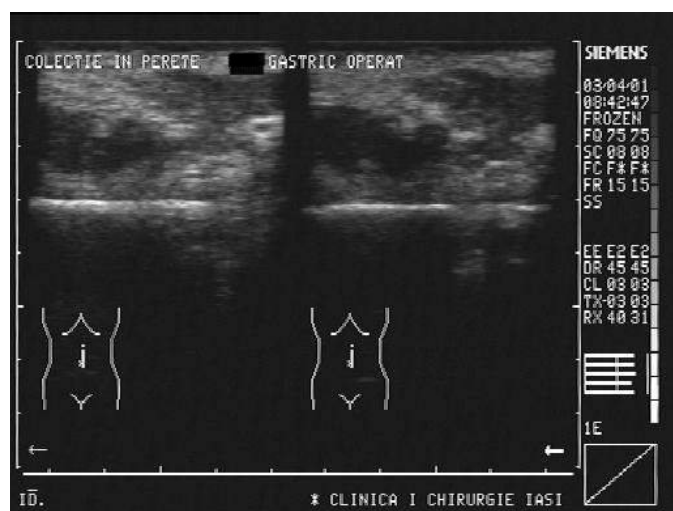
Ecografie abdominală (3 luni după gastrectomie): prezența unei colecții lichidiene, neomogene, imprecis delimitate, la nivelul inciziei chirurgicale din epigastriu.
